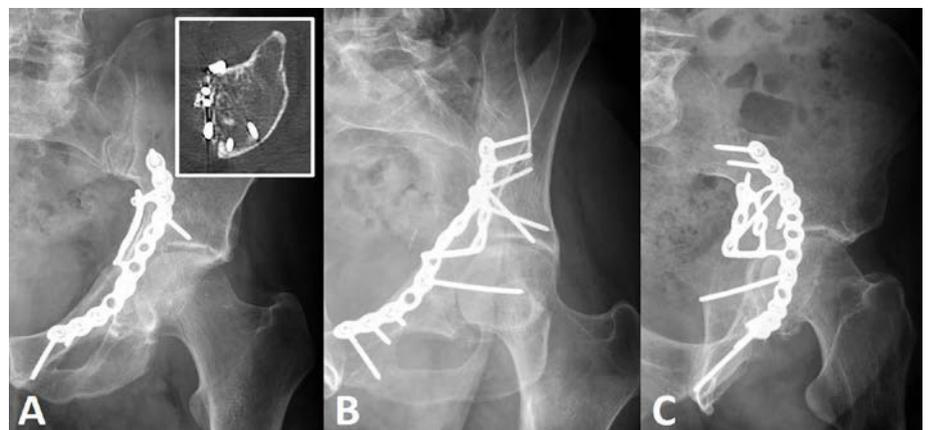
Röntgenkontrolle 1 Jahr postoperativ: A) Hüfte ap (Piktogramm: axialer CT-Schnitt auf Höhe Dom), B) Obturator-, C) Ala-Aufnahme von links. Keine Anzeichen einer posttraumatischen Coxarthrose nach anatomischer Reposition mit Desimpaktion des Domfragmentes und Unterfütterung mit allogenen Knochenblöcken. Der Patient ist selbstständig und schmerzfrei ohne Hilfsmittel mobil und lebt eigenständig privat
